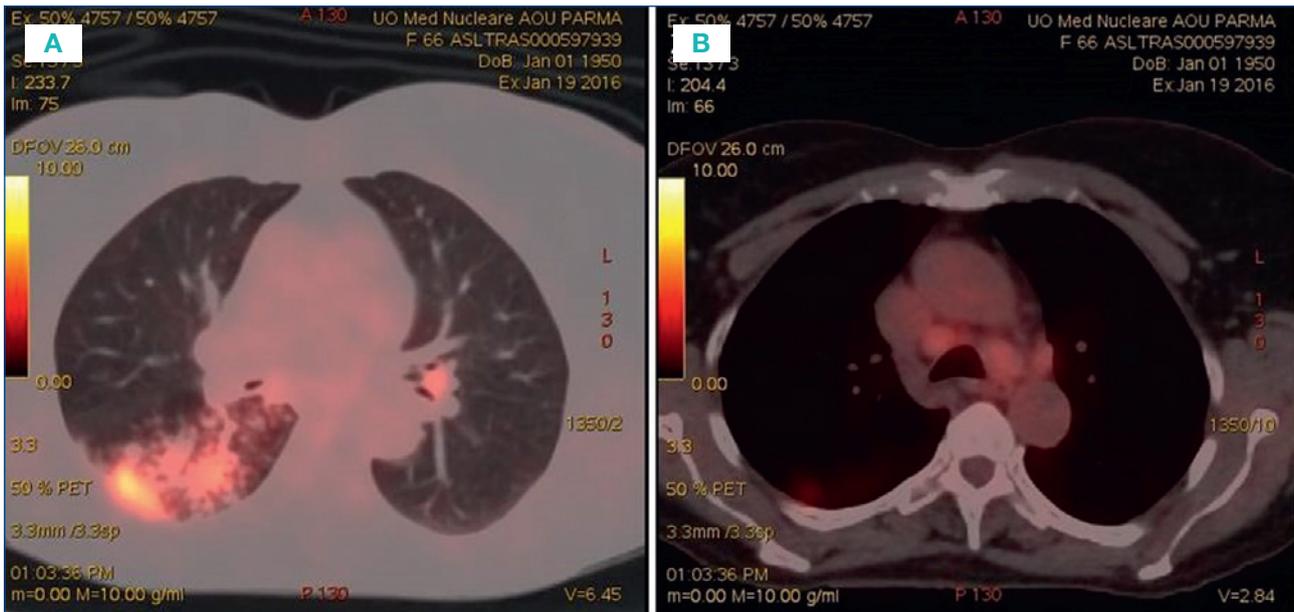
PET/CT (sezioni assiali). Iperaccumulo del tracciante a carico delle aree consolidate a livello dei lobi medio e inferiore destro (Figura 2A) con associato disomogeneo iperaccumulo del tracciante a carico di alcuni linfonodi in sede paratracheale dx, a livello della finestra aorto-polmonare (Figura 2B), e in sede ilare sinistra (Figura 2A).
